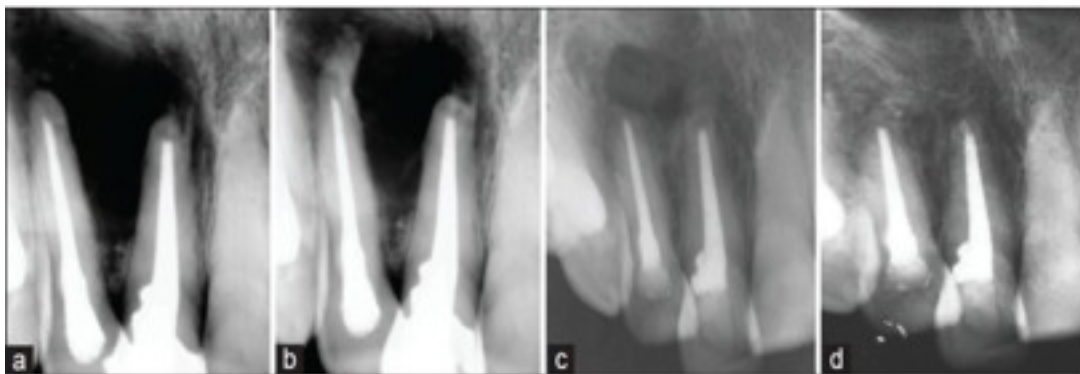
Radiographie de suivi du cas de chirurgie endodontique utilisant la biodentine comme matériau d'obturation (POWAR AM., 2013).
